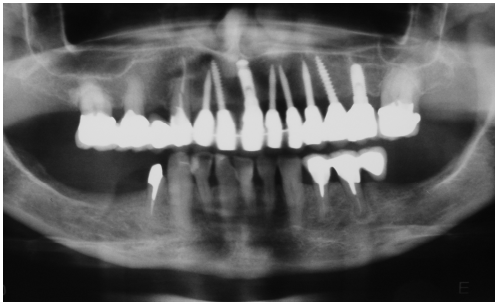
Radiografia panorâmica após 24 meses de acompanhamento.
